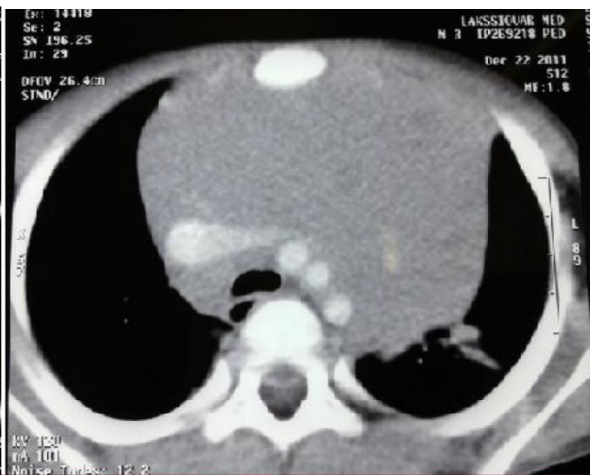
TDM thoracique montrant une masse médiastinale avec pleurésie de grande abondance chez un patient ayant un LT [1].
